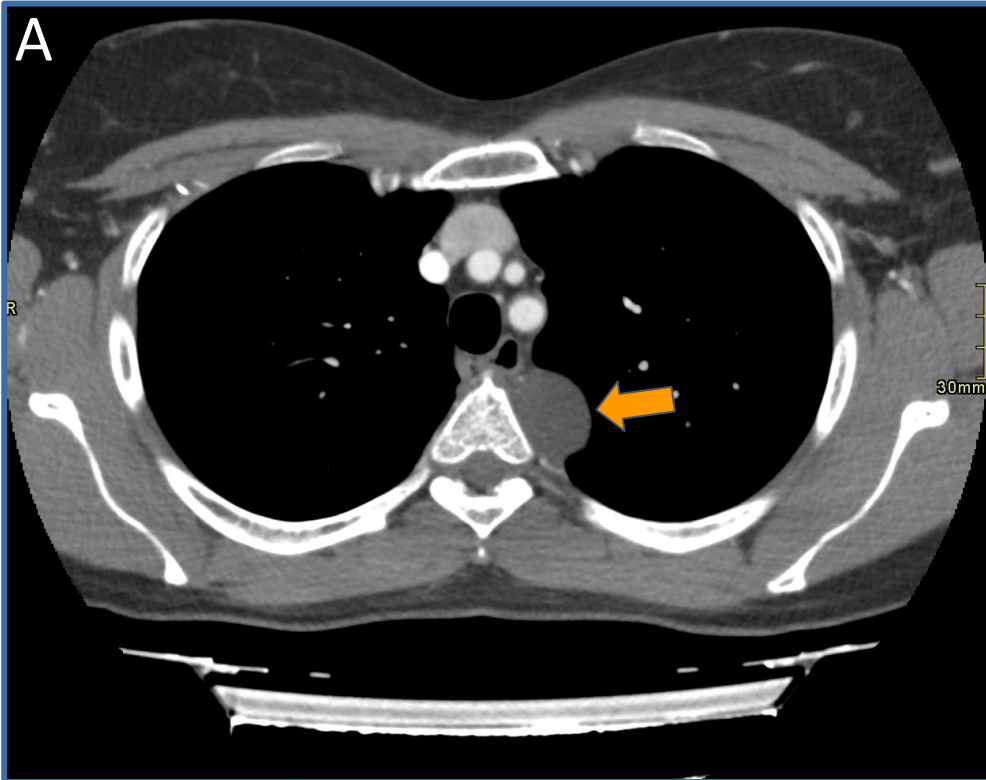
TC de tórax con CIV reconstrucción axial (A), coronal (B) y sagital (C). Lesión hipodensa, redondeada, de bordes bien definidos, posterior a la aorta descendente y sin realce tras la administración de contraste (flechas).
